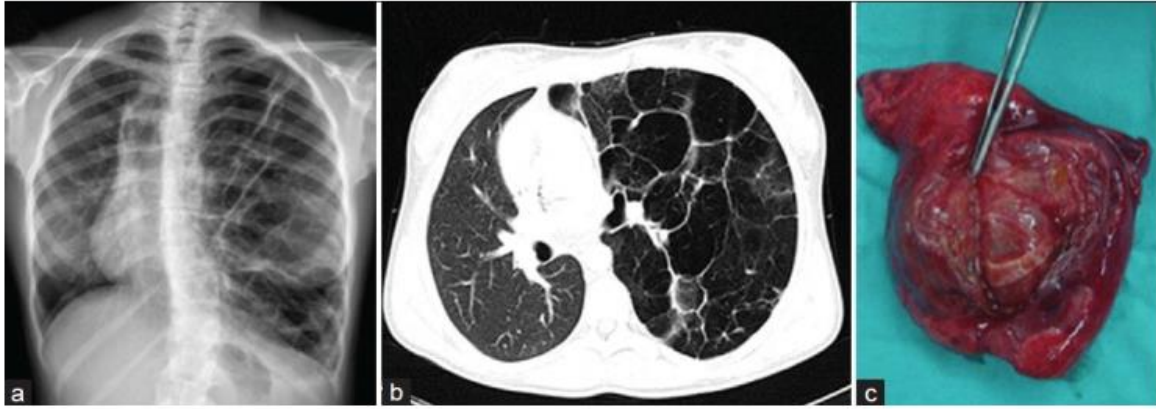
Malformación adenomatoidea quística pulmonar tipo 1. A) Radiografía de tórax que muestra múltiples espacios quísticos rellenos de aire que ocupan todo el hemitorax izquierdo con desplazamiento del mediastino. B) TC de ventana pulmonar de demuestra múltiples quistes de diverso tamaño, tabicados, con desplazamiento del mediastino. C) Muestra anatómica en la que se objetiva una masa quística expansiva, septada y llena de líquido. *Aditi Jain, K Anand, Saurabh Singla, Ashok Kumar. Congenital Cystic Lung Diseases. J Clin Imaging Sci* ⁽²⁰⁾
